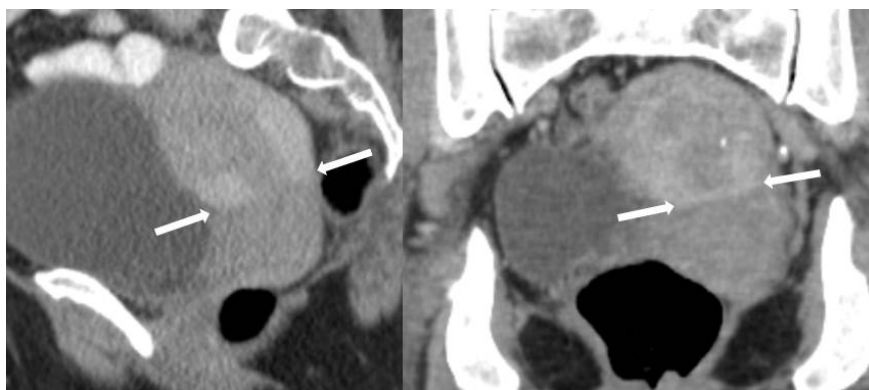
Mulher de 58 anos realizou TC por suspeita clínica de tumor do ovário, que não se confirmou. O corpo uterino mostra captação mais marcada e precoce que o colo do útero, havendo uma linha de demarcação regular e contínua entre as duas estruturas (setas), identificável quer no plano sagital (a), como no plano coronal (b). Este padrão de captação uterina é normal, não devendo ser confundido com patologia cervical.
